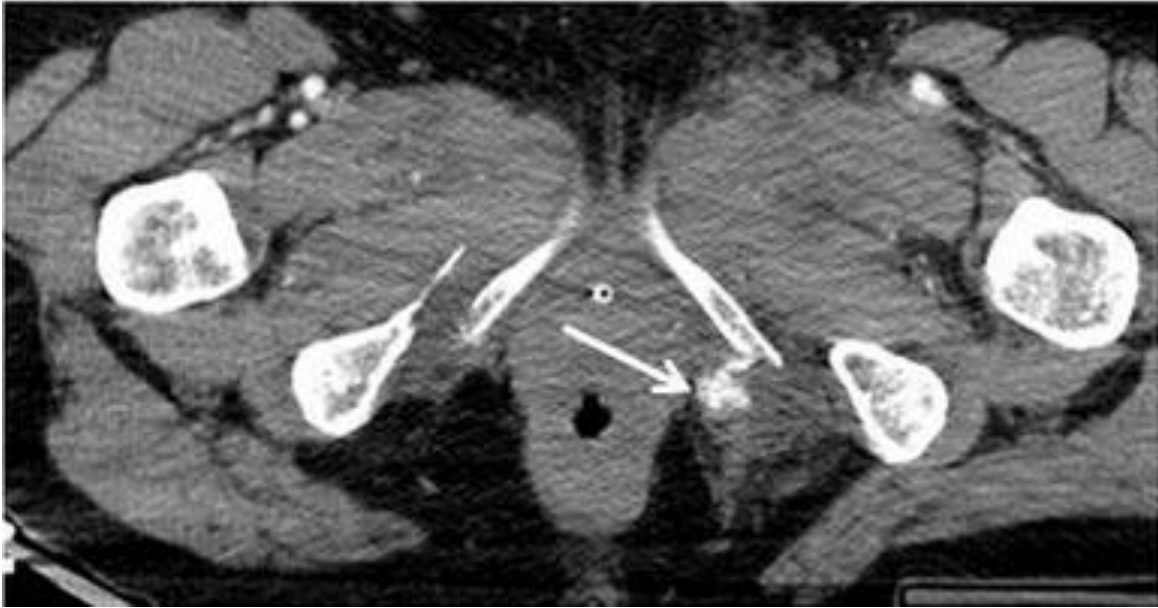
TC con contraste en fase portal. Extravasación de contraste activa en el foco de la fractura (flecha blanca)
